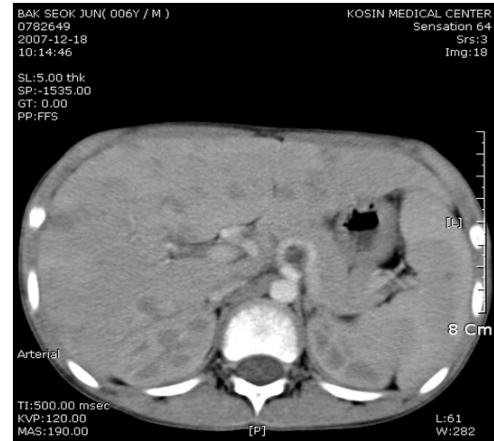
CT finding showing multiple low-density hepatic and splenic nodules
